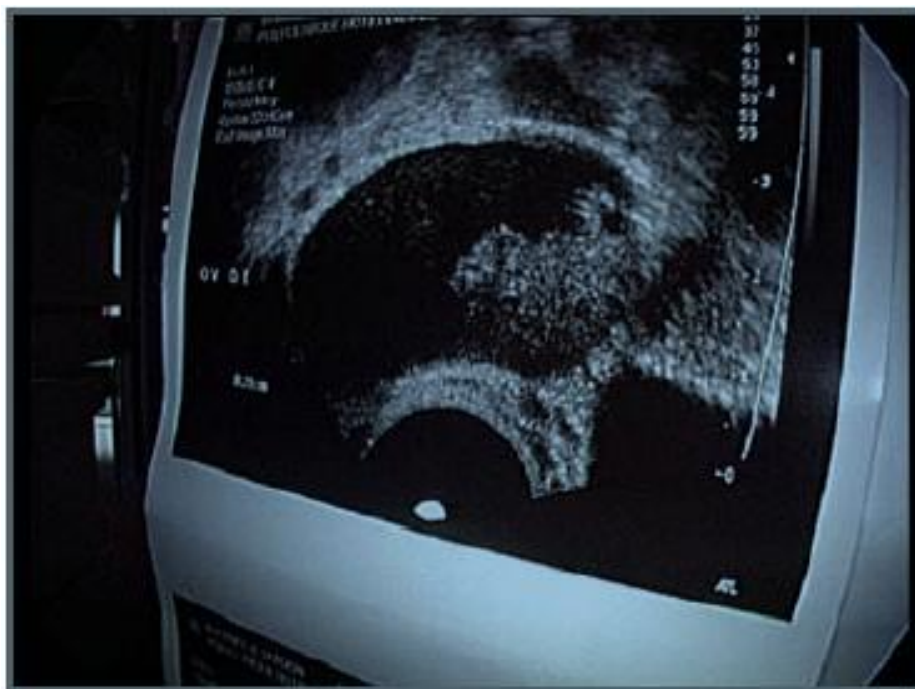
Une image échographique montrant une volumineuse végétation intrakystique [49].
